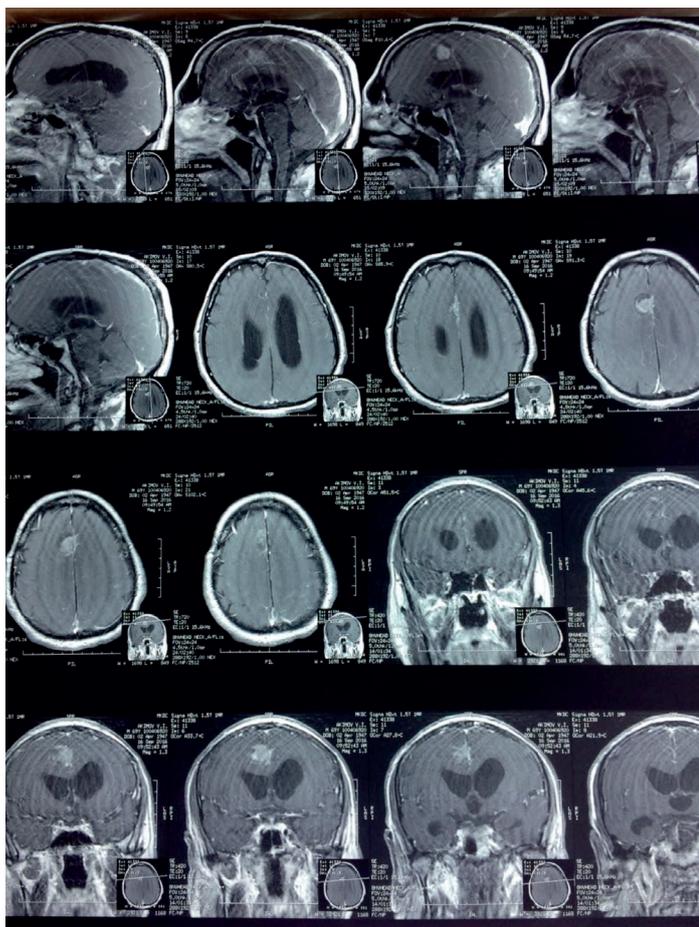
МРТ пациента А., 68 лет, с ПННС и неходжкинской диффузной В-клеточной лимфомой и вторичным лимфобластным лейкозом в динамике: данные МРТ при прогрессировании ПННС и основного заболевания: вентрикуломегалия, объемное образование правой лобной доли (лимфома) и неокклюзионная внутренняя гидроцефалия. Вторичный острый лимфобластный лейкоз, некурабельная стадия (через 3 года от начала лимфомы)
